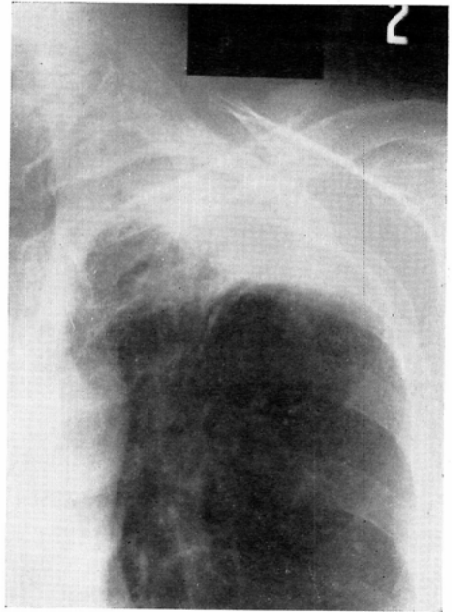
Case 2. Chest roentgenogram with high-voltage technique at 4 years and 7 months after irradiation shows residual radiation fibrosis and atelectatic changes.
